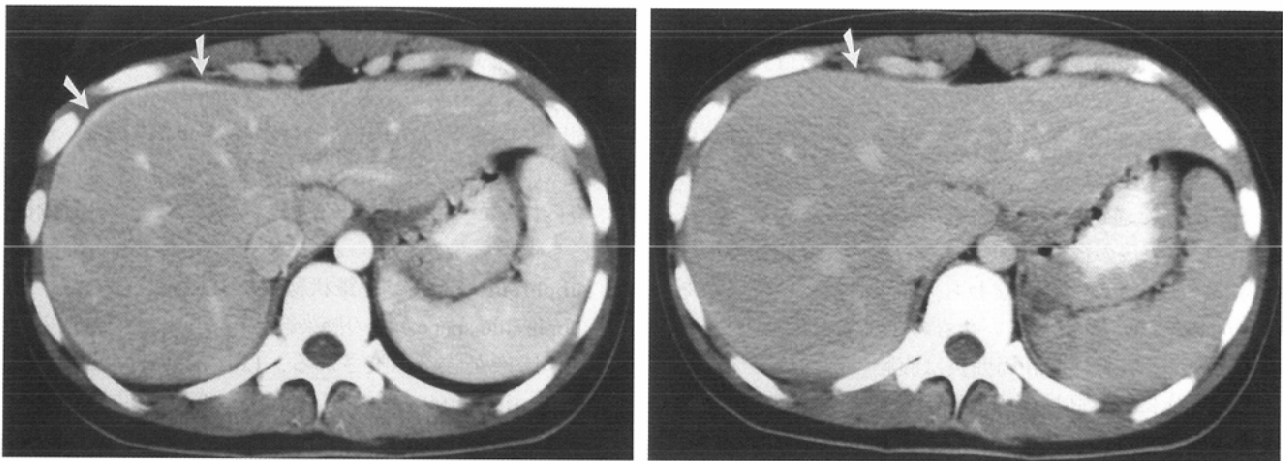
Abdominal enhanced CT in 19-year-old woman (case 2).
